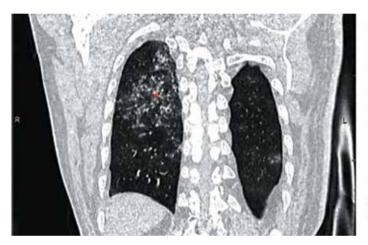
Мультиспиральная КТ грудной полости от 21.12.2017. В верхней доле правого легкого на фоне матового стекла определяются множественные сливающиеся очаги инфильтрации, выраженные инфильтративные изменения в ткани обоих легких, явления альвеолита, бронхиолита, лимфаденопатия средостения
